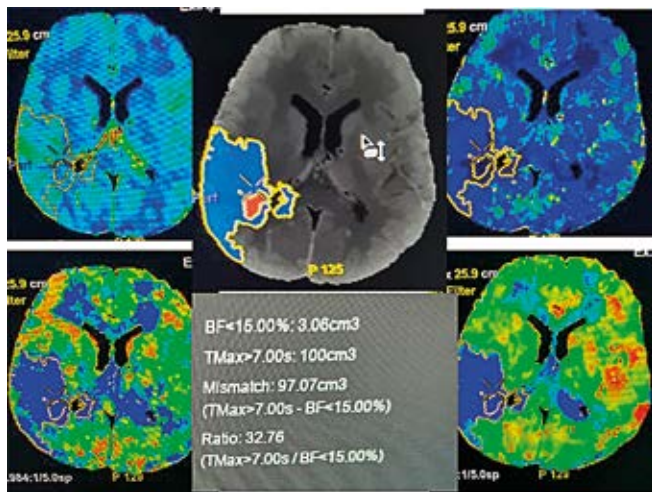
Model penumbre kod infarkta mozga: srž infarkta i ishemijska penumbra (Preuzeto: Kidwell CS, Alger JR, Saver JL. Beyond mismatch evolving paradigms in imaging the ischemic penumbra with multimodal magnetic resonance imaging. Stroke 2003;34(11) : 2729-35)
